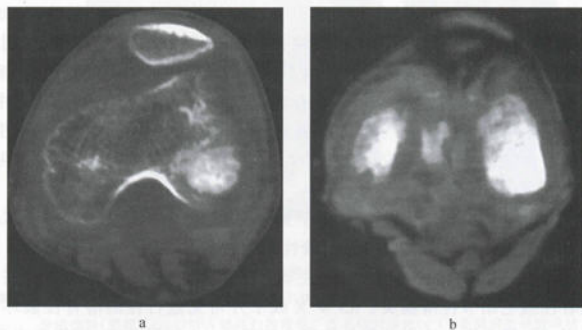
色素沉着性绒毛结节性滑膜炎 CT
